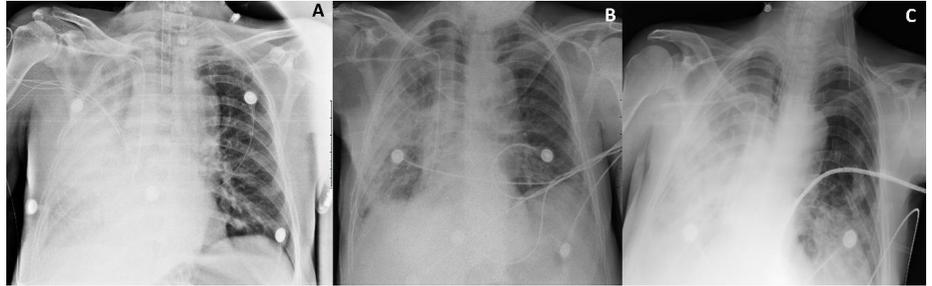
Radiografías de tórax. A. En el momento del ingreso. Se observan infiltrados alveolares predominantemente en el hemitórax derecho. B. En el día 15 de la estancia hospitalaria, en la que se observa disminución de los infiltrados alveolares. C. Progresión de los infiltrados alveolares en ambos campos pulmonares.
